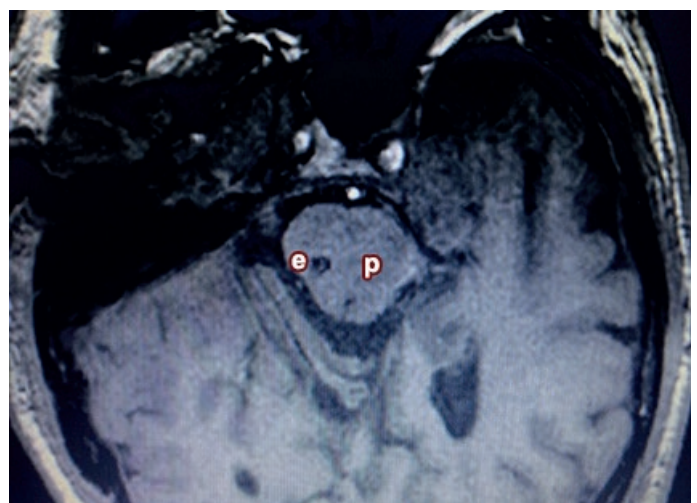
RMN de control posoperatoria, corte axial a nivel de la protuberancia (p) identificándose del lado derecho el extremo del electrodo (e)
